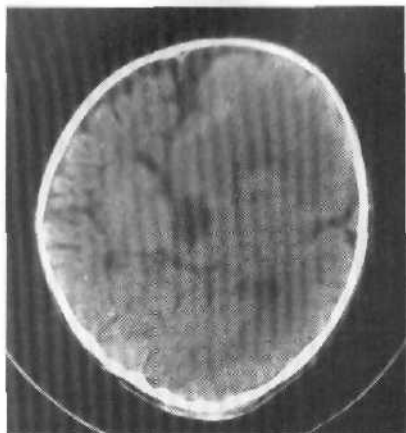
Левосторонняя мегалоцефалия у ребенка 12 мес с грубой задержкой психического развития, эпилепсией, выраженным правосторонним гемипарезом. КТ: левое полушарие увеличено в объеме, борозды и извилины слабообразованы, левый боковой желудочек больше правого, передний рог его вытянут кпереди. В межполушарной щели очаг резко пониженной плотности.
